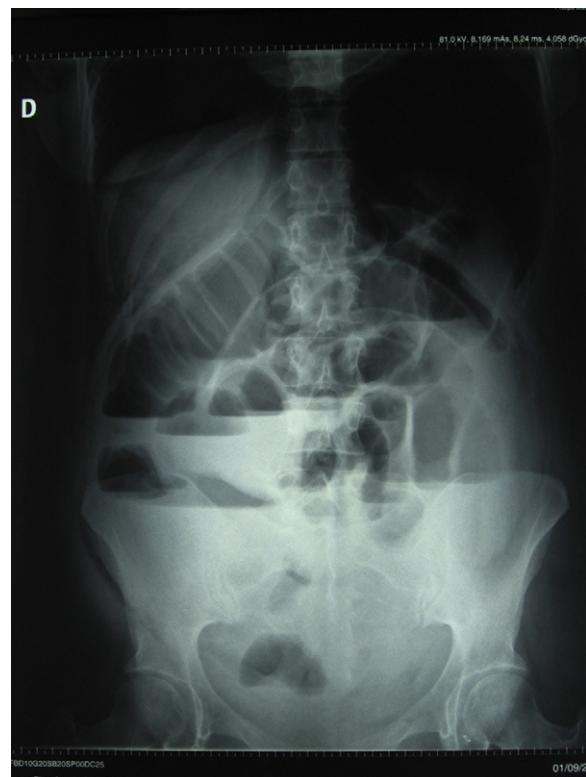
Radiografía de abdomen AP en bipedestación en la que se observan la distensión del intestino delgado y grueso y los niveles hidroáreos.
